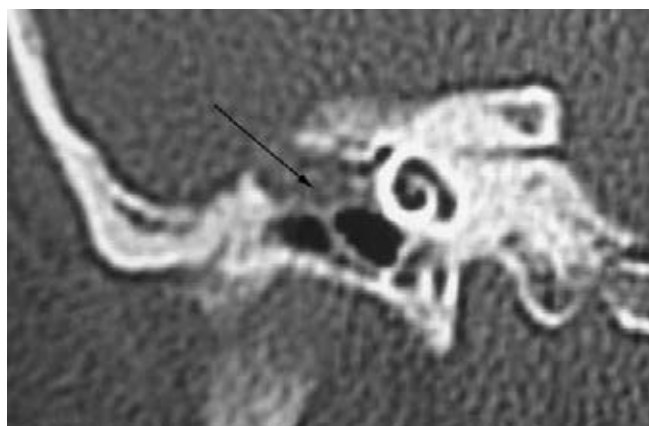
TC de oídos simple en cortes coronales, donde se visualiza dehiscencia del tegmen tympani y densidad de tejidos blandos en el epítimpano, que corresponde a meningoencefalocelo.
